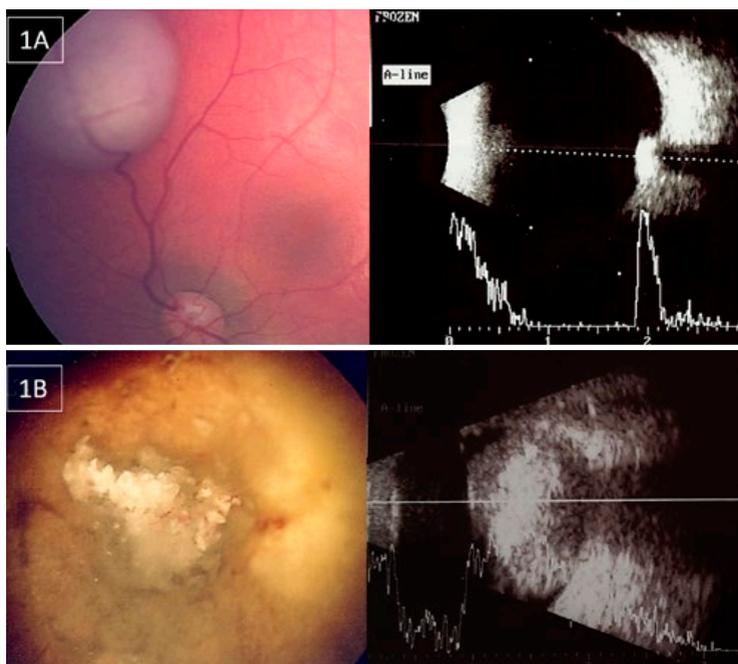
A) Retinoblastoma: massa amelanótica, com calcificações; B) Na ecografia apresenta refletividade máxima e cone de sombra posterior
